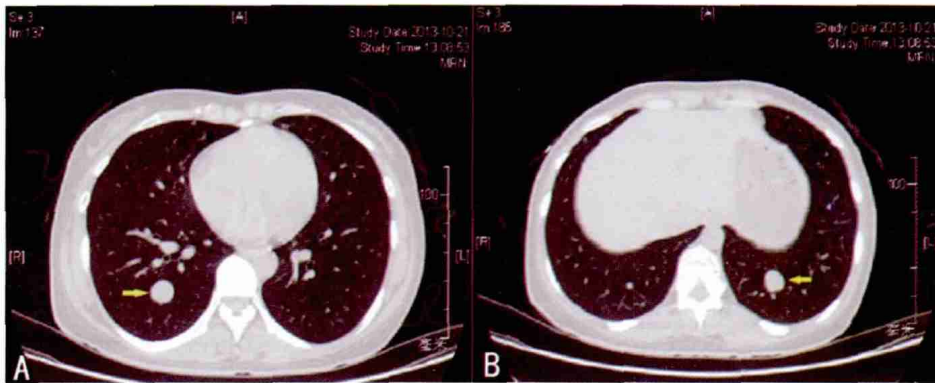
下牙龈 ASPS 患者术后 46 个月, CT 显示肺部多发转移灶
